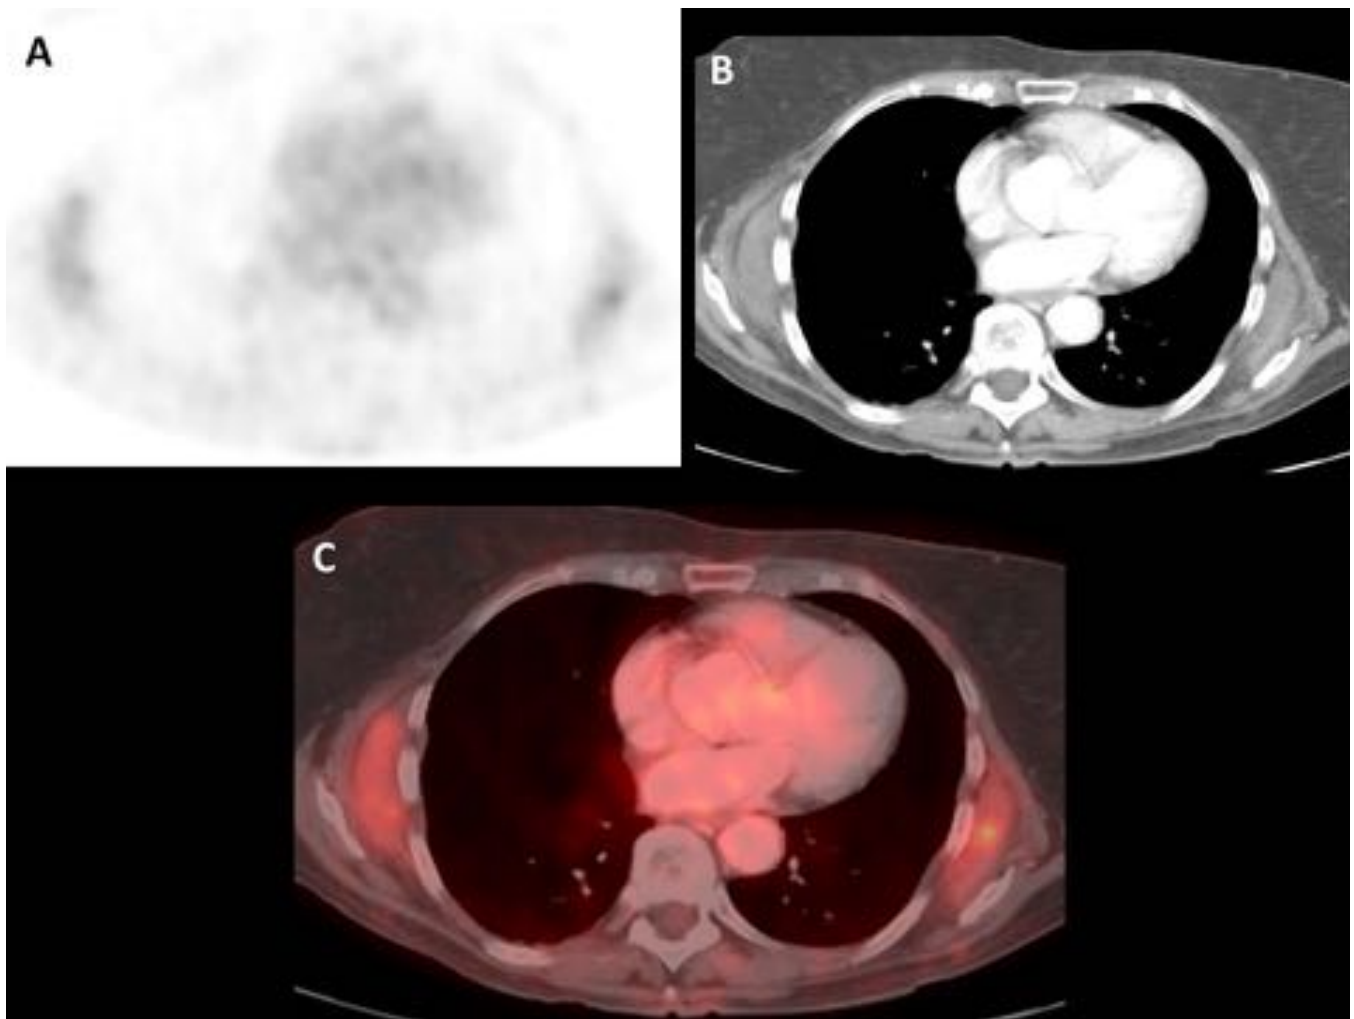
18FDG-PET/TC Falso positivo. Mujer de 67 años con LH. Imagen axial de PET (A) con tenue captación subescapular de 18FDG bilateral, que se interpretó como patológica. (B) Imagen axial de TC en el mismo nivel. (C) PET/TC. La biopsia diagnosticó elastofibroma dorsi bilaterales.
